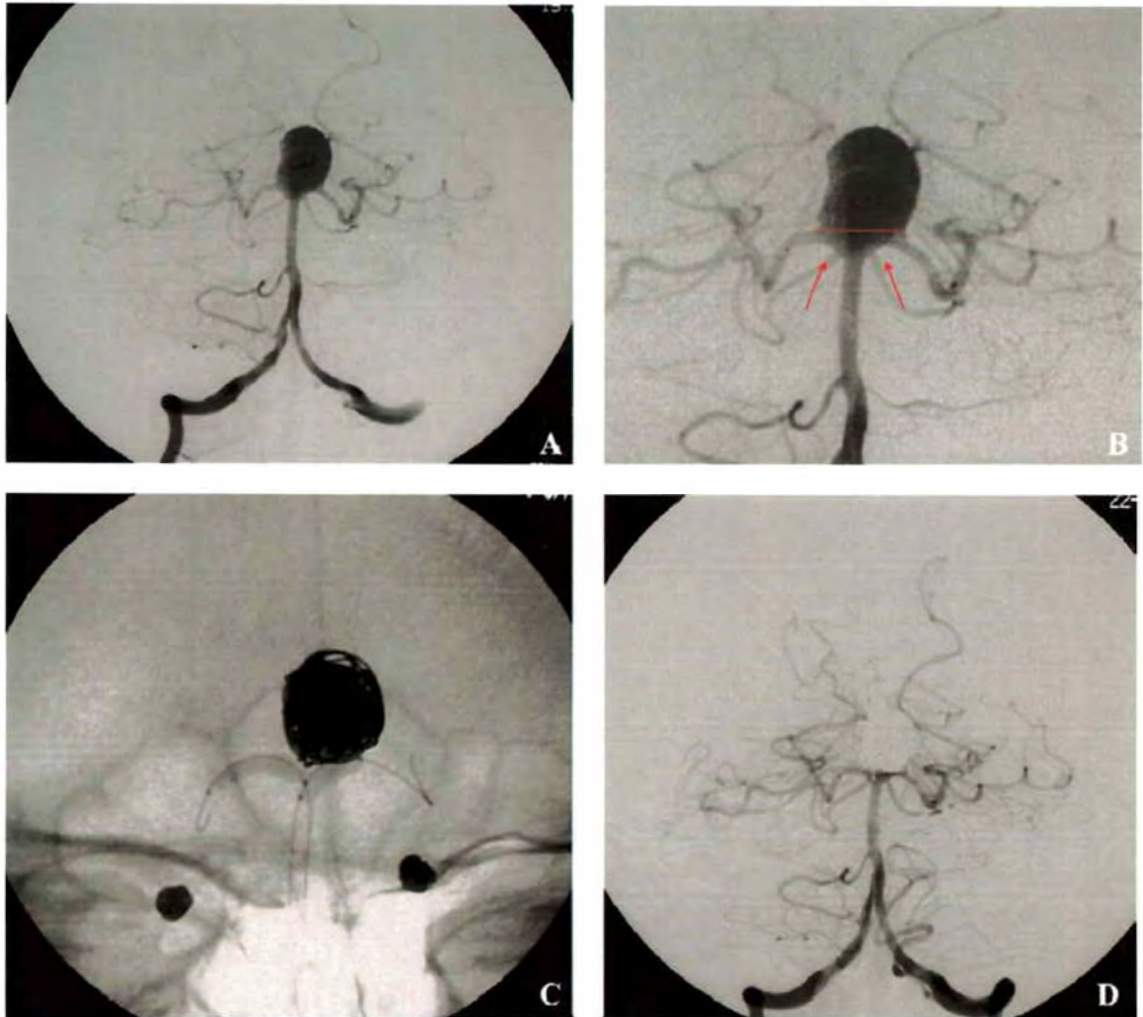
Exemplo de tratamento de aneurisma de topo de basilar com colo extremamente largo, com uso da técnica de remodelagem do colo com dois balões. A) ADS na incidência de trabalho por injeção de contraste na vertebral direita, demonstrando o aneurisma localizado no topo da artéria basilar. B) Mesma incidência ampliada para mostrar em detalhes o colo largo do aneurisma (traço vermelho), assim como o envolvimento de ambos os segmentos P1 das cerebrais posteriores (setas vermelhas). C) Radiografia durante o tratamento com a montagem dos balões. Observar um balão cilíndrico posicionado em cada segmento P1, com o intuito de moldar as espirais e reconstruir a artéria. D) ADS na incidência de trabalho por injeção de contraste na vertebral direita, após o tratamento, demonstrando exclusão circulatória do aneurisma e patência das cerebrais posteriores.
